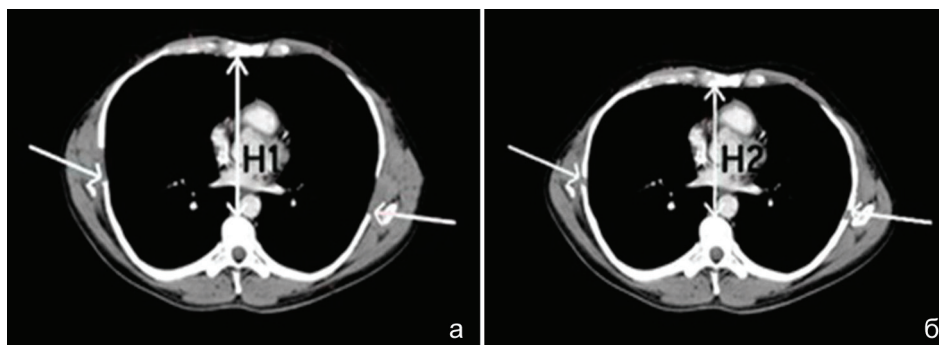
МСКТ грудной клетки. Аксиальный срез. Определение параметра флотации реберного клапана: а – Н1 – величина смещения флотирующего участка ГРК на вдохе; б – Н2 – на выдохе. Односторонними (боковыми) стрелками помечены величины смещения ребер ГРК
